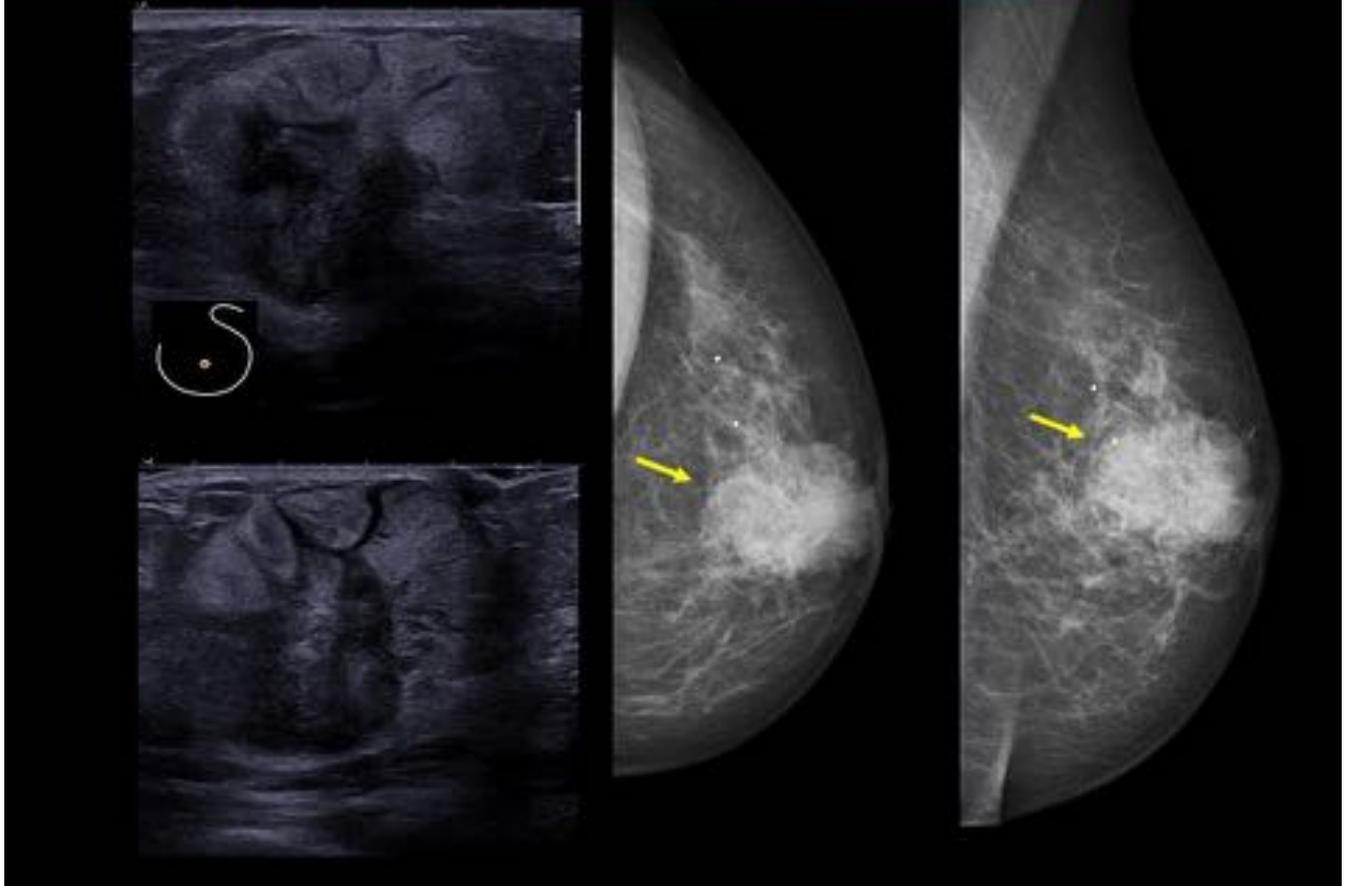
Mujer de 57 años que consulta por una tumoración de rápido crecimiento en mama derecha. En la ecografía se observa una gran masa heterogénea de predominio hiperecoico de márgenes lobulados. En la mamografía se observa la masa ovalada, aumentada de densidad y de bordes mal delimitados.
